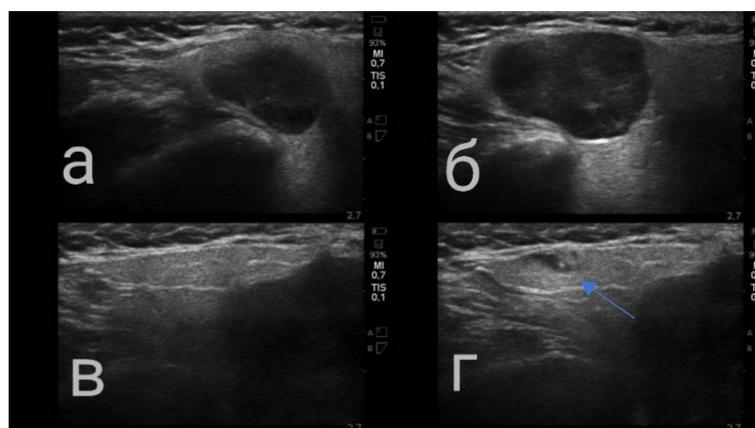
УЗИ околоушной слюнной железы
